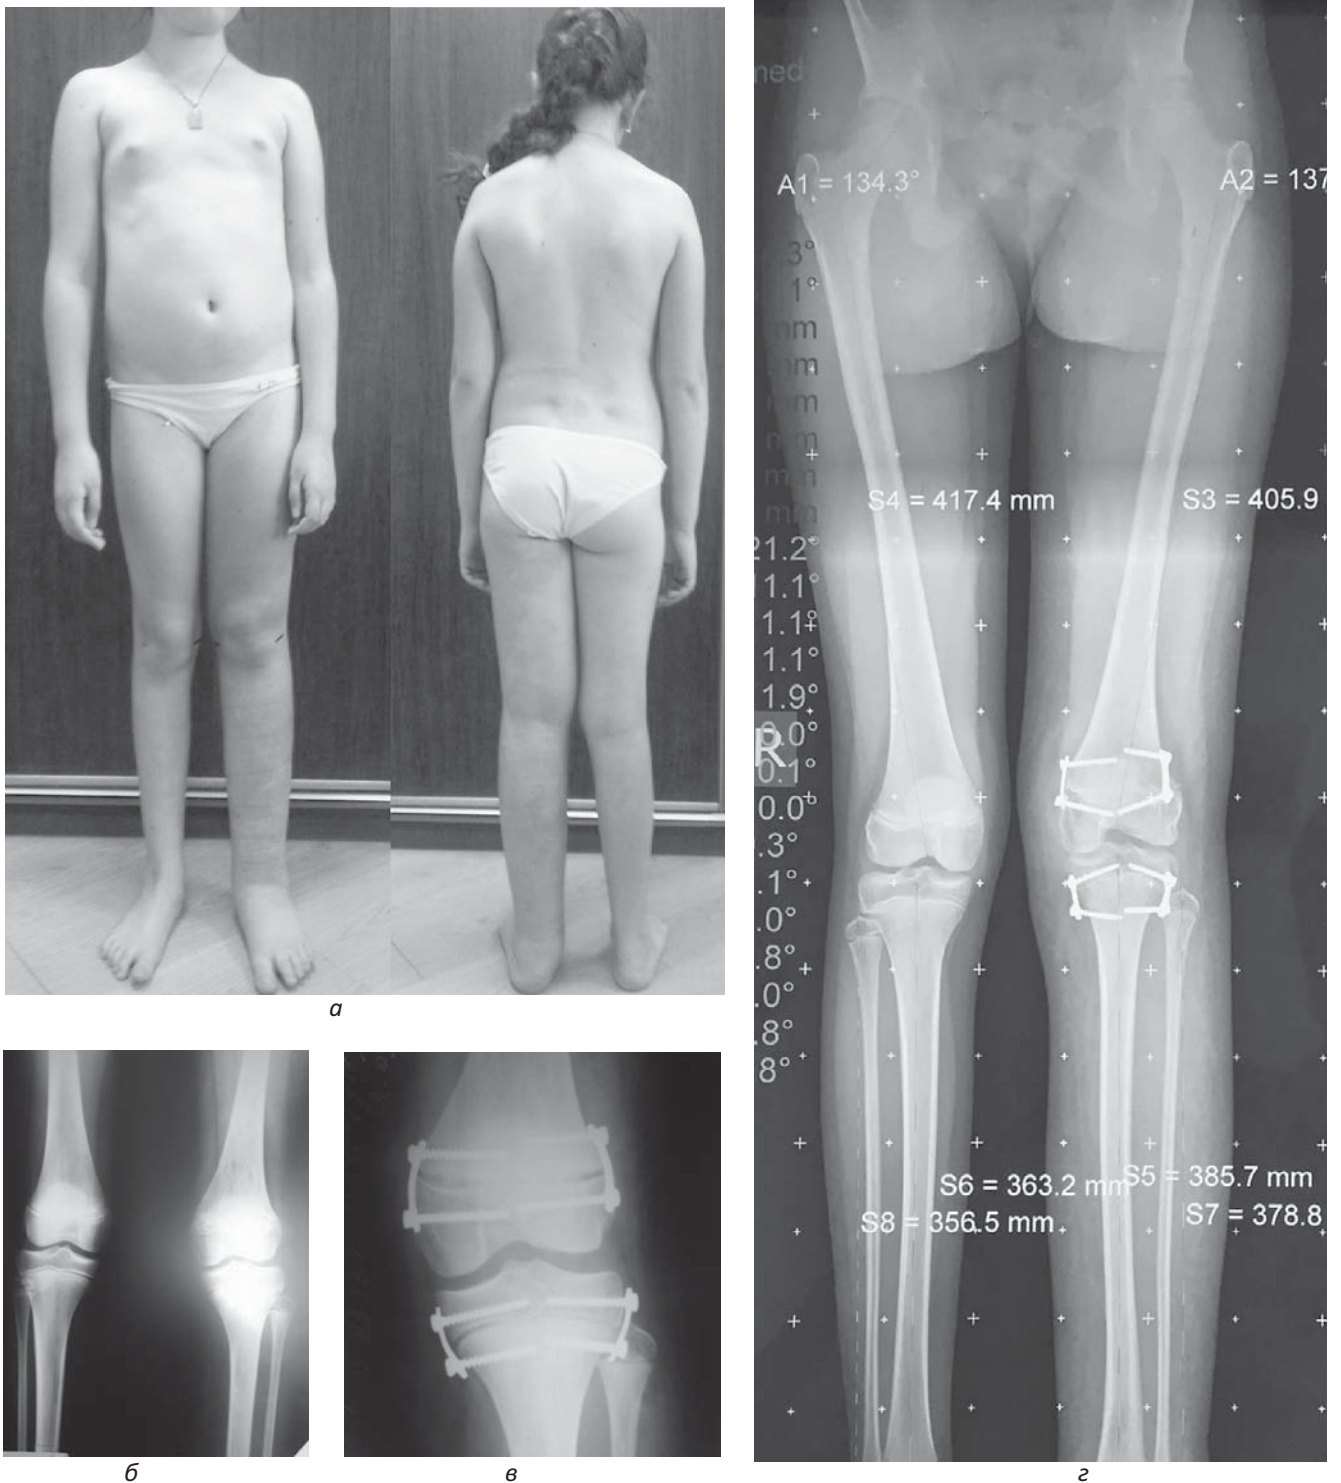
Пацієнтка Д., 11 років, із синдромом Кліппеля–Треноне лівої нижньої кінцівки та РДНК 3,5 см: а) зовнішній вигляд пацієнта; б) рентгенографія обох колінних суглобів у прямій проекції до хірургічного втручання; в) рентгенографія лівого колінного суглоба у прямій проекції після хірургічного лікування; г) панорамна рентгенографія нижніх кінцівок через 1,5 року після хірургічного лікування
